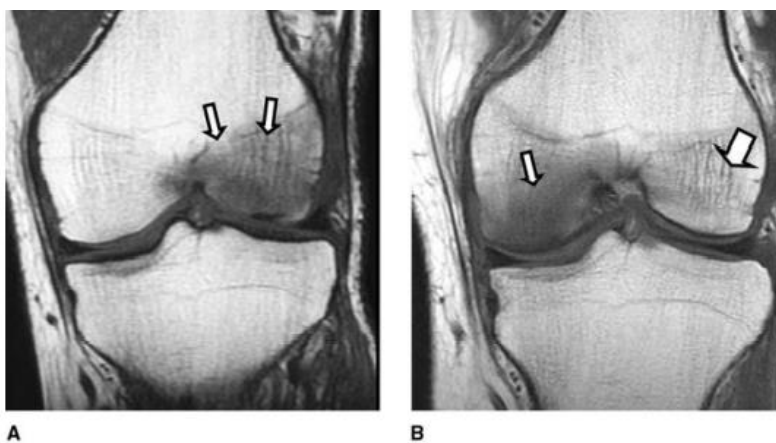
Imágenes de resonancias de rodilla.
